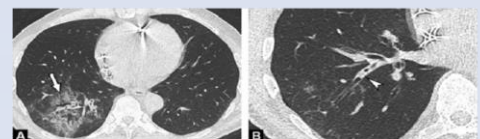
Homme. Coupe TDM axiale en fenêtre parenchymateuse. Pneumonie virale saisonnière.
